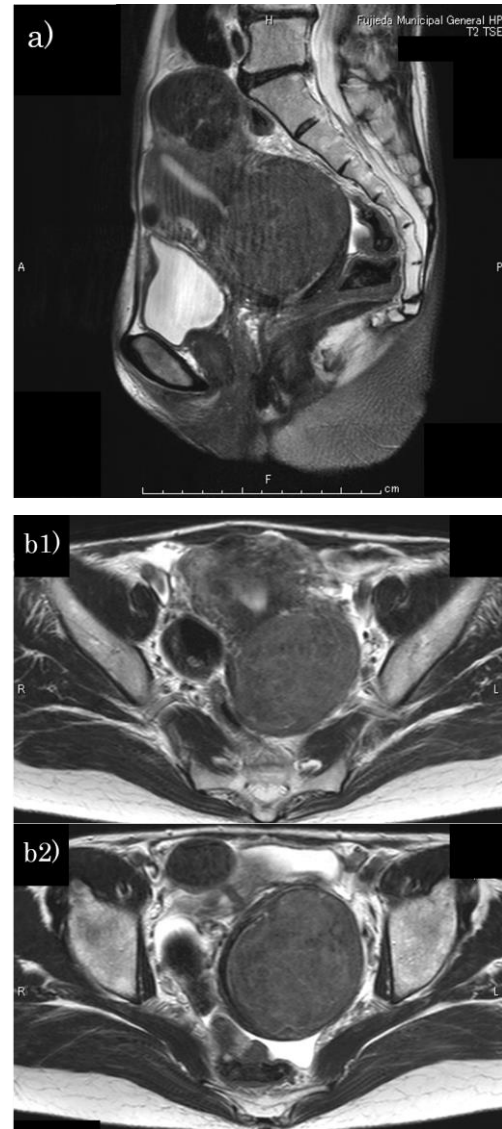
T2強調MRI画像 a)矢状断, b1,2)水平断
